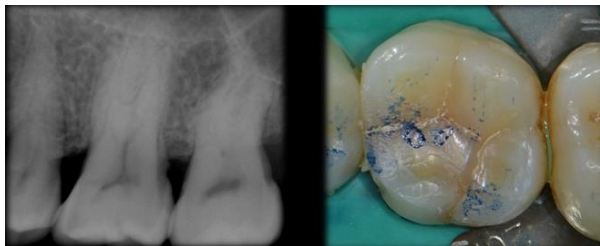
치아 균열을 보이는 치아에서의 방사선 사진과 임상 사진
